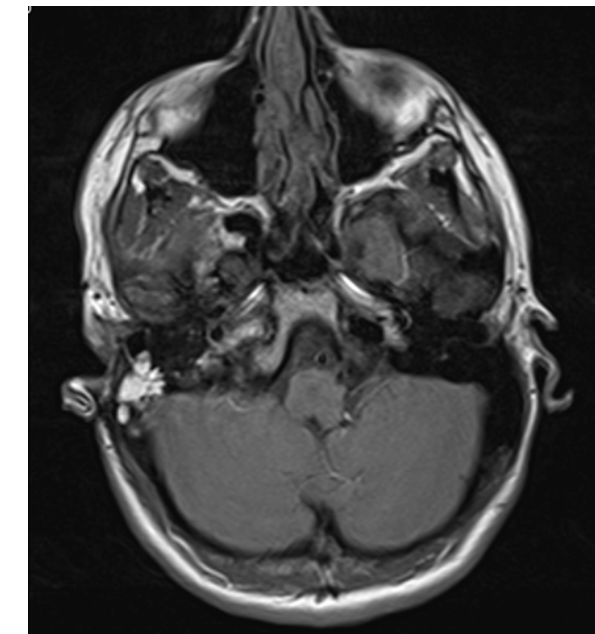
MRT-Felsenbein, axial T1 gewichtet nativ. Stark hyperintenses Gewebe in den verbliebenen kaudalen Mastoidzellen rechts.
